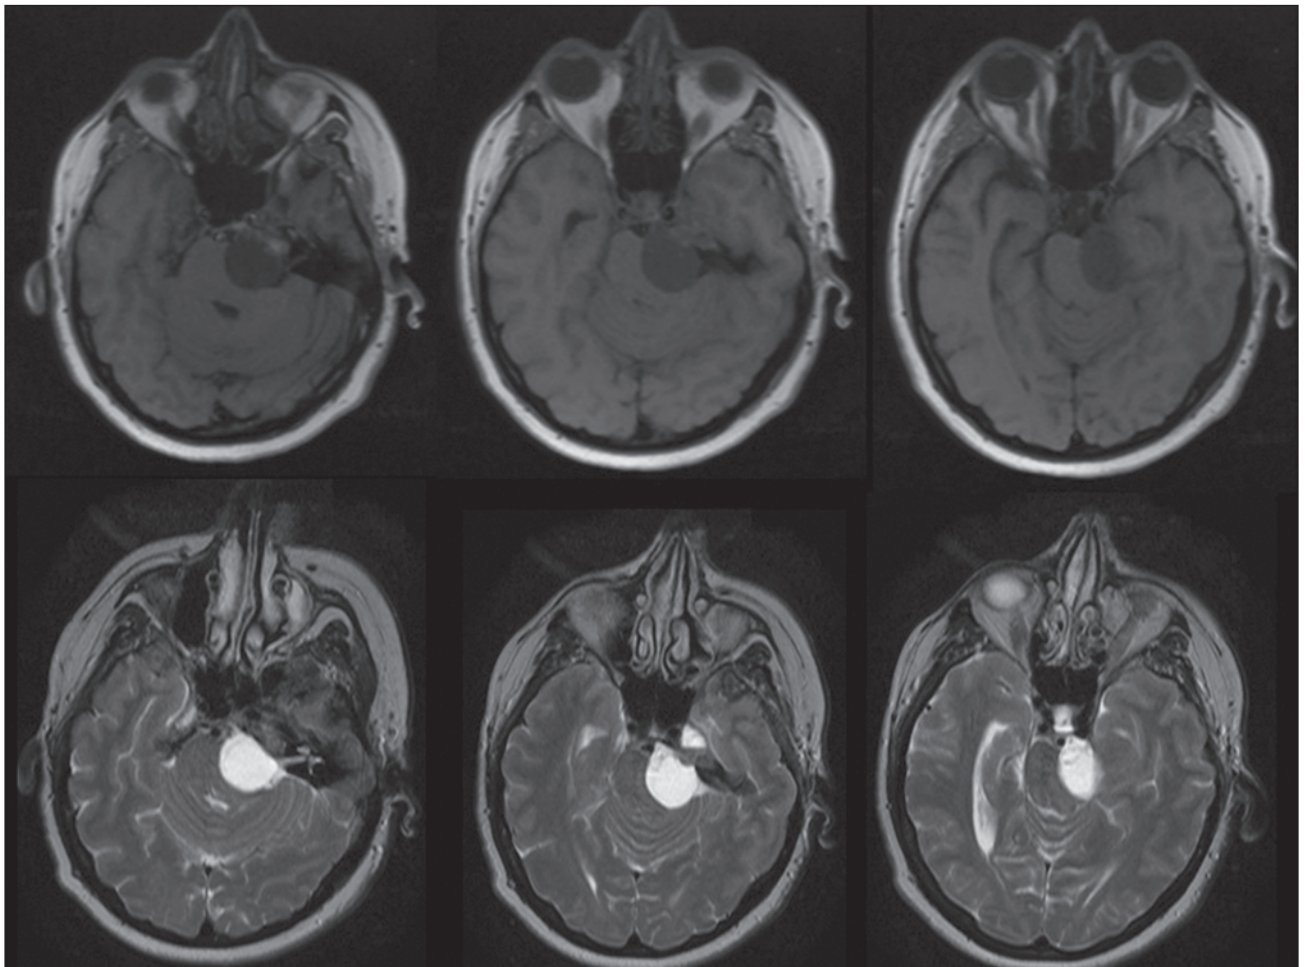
МРТ до операції, аксіальна проекція. Верхній ряд — T1-режим, нижній ряд — T2-режим. Більша частина пухлини локалізується в задній черепній ямці та через меккелеву порожнину проникає в середню черепну ямку
